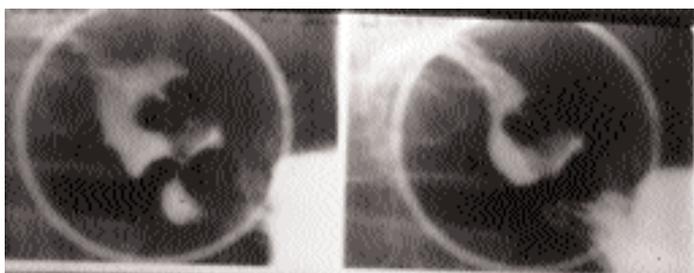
Radiografía contrastada de bulbo duodenal. Imagen de un pólipo pediculado protruído hacia duodeno de origen gástrico.
